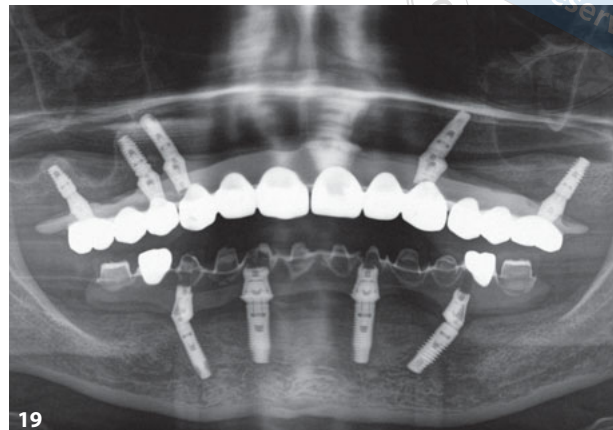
Definitive Restauration im Mund der Patientin. Festsitzende implantatprothetische Restauration nach dem Konzept Safe on Four. Abb. 19 Abschließendes Röntgenkontrollbild nach der Eingliederung des Zahnersatzes. Abb. 20 Porträtbild der Patientin mit neuem Zahnersatz. Abb. 21 Lippenbild in der Nahansicht.
